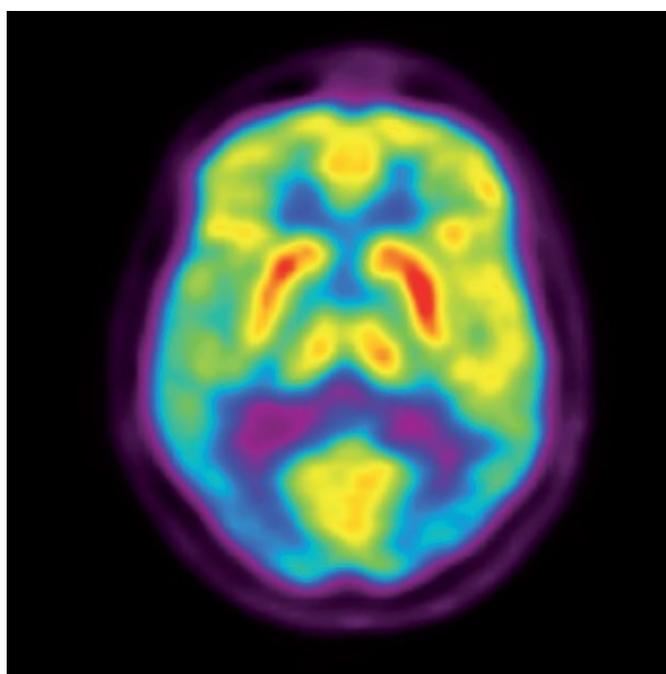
PET-FDG: corte transaxial do cérebro de um paciente com suspeita de doença de Alzheimer. Observar o característico hipometabolismo temporoparietal e a preservação metabólica em núcleos da base e córtex visual.
